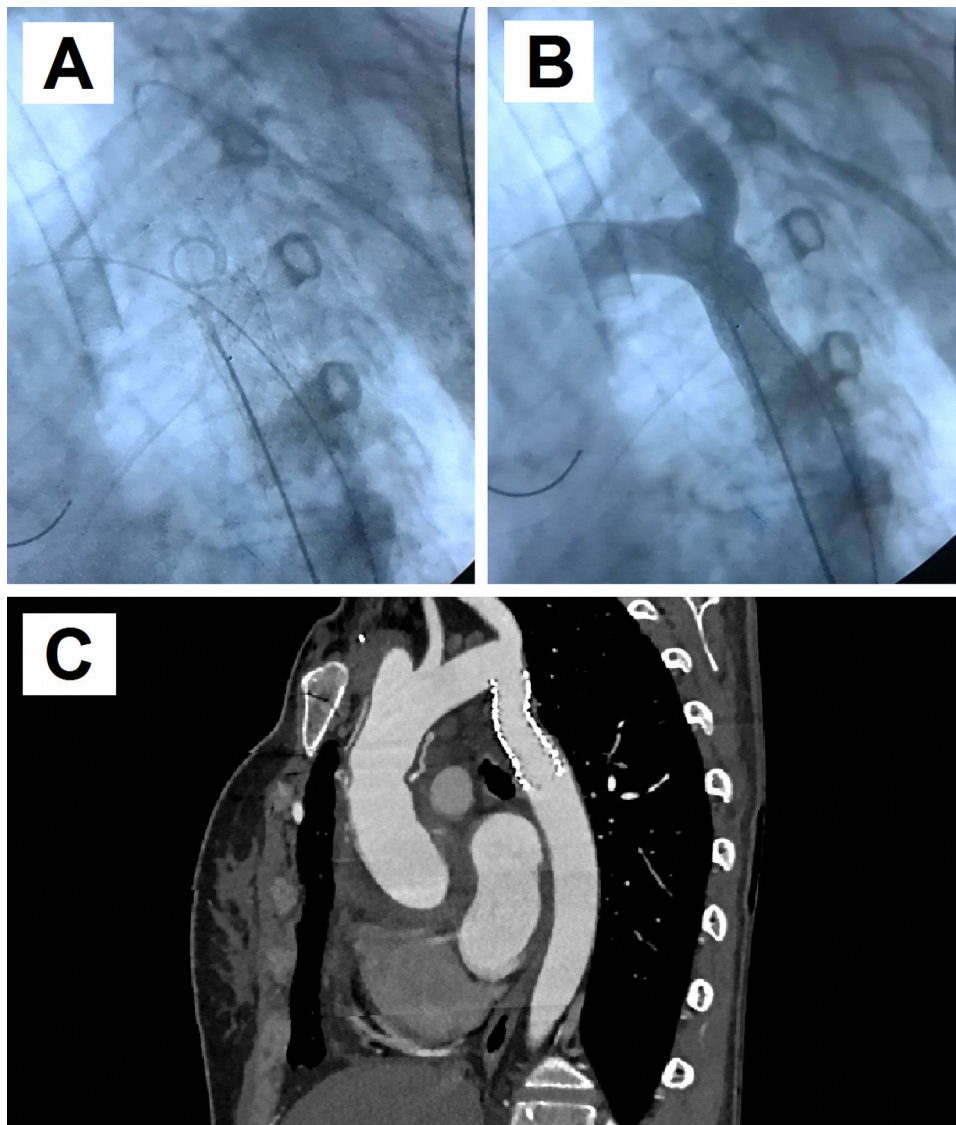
A) Imagen radioscópica en la que se observa el stent cubierto aórtico de 16x58 cm implantado en zona 3-4 aórtica, que se ha insertado por vía femoral, con objetivo de expansión a 17 mm, con apertura o «flaring» de 20 mm de longitud de extremo distal a 22 mm de diámetro. También, se observa el catéter pigtail para inyección de contraste a través de la subclavia izquierda, que se ha insertado por vía humeral izquierda. B) Imagen radioscópica de resultado final con inyección de contraste a través del catéter pigtail, confirmando la correcta expansión de la zona coartada. C) Reconstrucción de la TC de aorta postimplante de stent aórtico. Se aprecia el stent implantado en la zona de coartación sin complicaciones.
